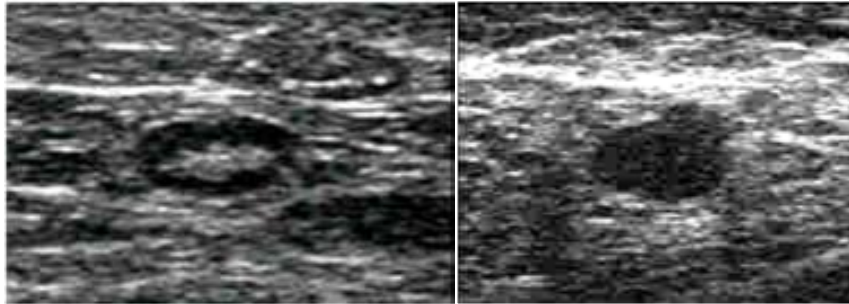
Ecografía ganglionar axilar.
